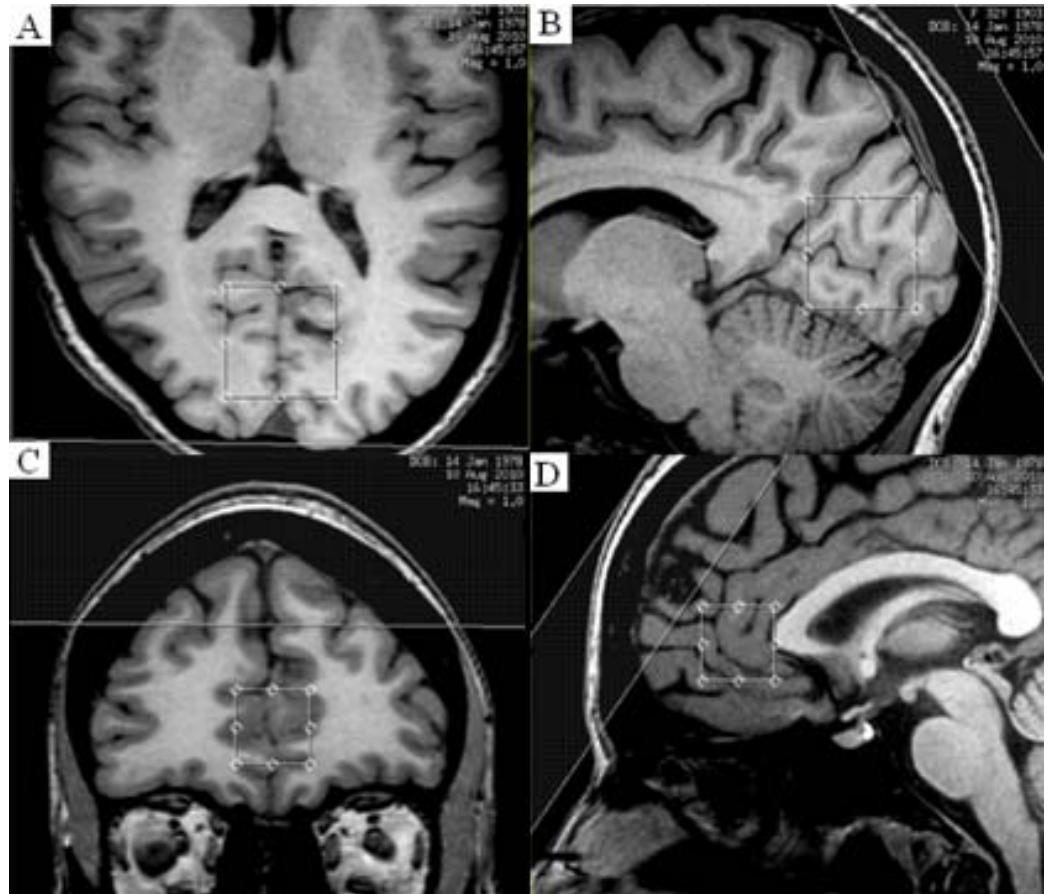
Imágenes de RM craneal axial y sagital ponderadas en T1. Localización de los vóxeles empleados para el estudio de ERM-H1 en la corteza occipital (A y B) y en la corteza prefrontal medial (C y D).
